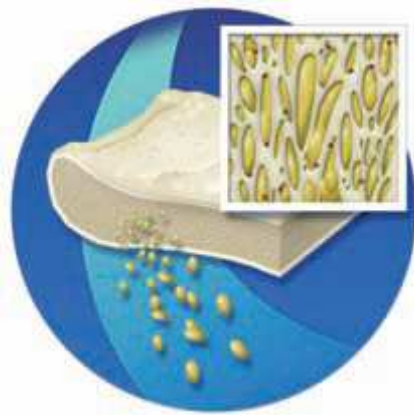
Etape 1 : délipidisation à l'acétone sous ultrasons [ZIMMER DENTAL : Allogreffes, en ligne ; 2010]
